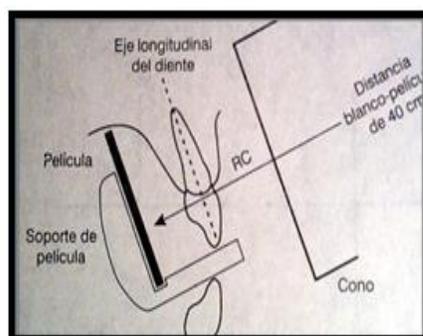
Tomada de <http://arangg03.blogspot.com/2017/09/unidad-2peliculas-radiograficas.html>¹⁷
